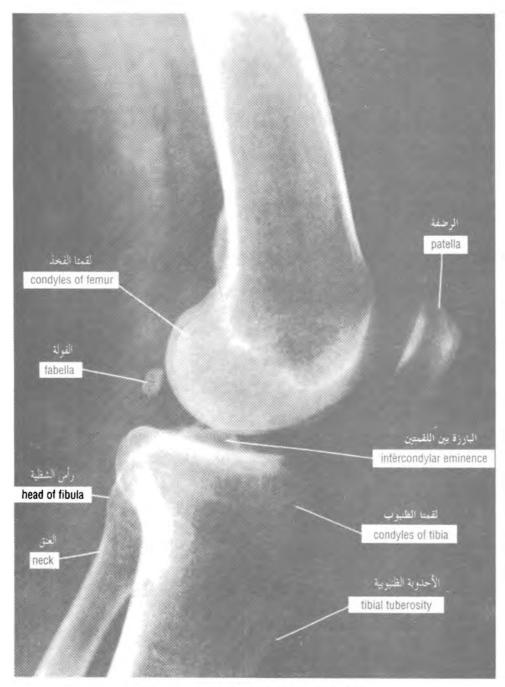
Lateral radiograph of the adult knee. الشكل (10-57): صورة شعاعية جانبية لركبة بالغ.
